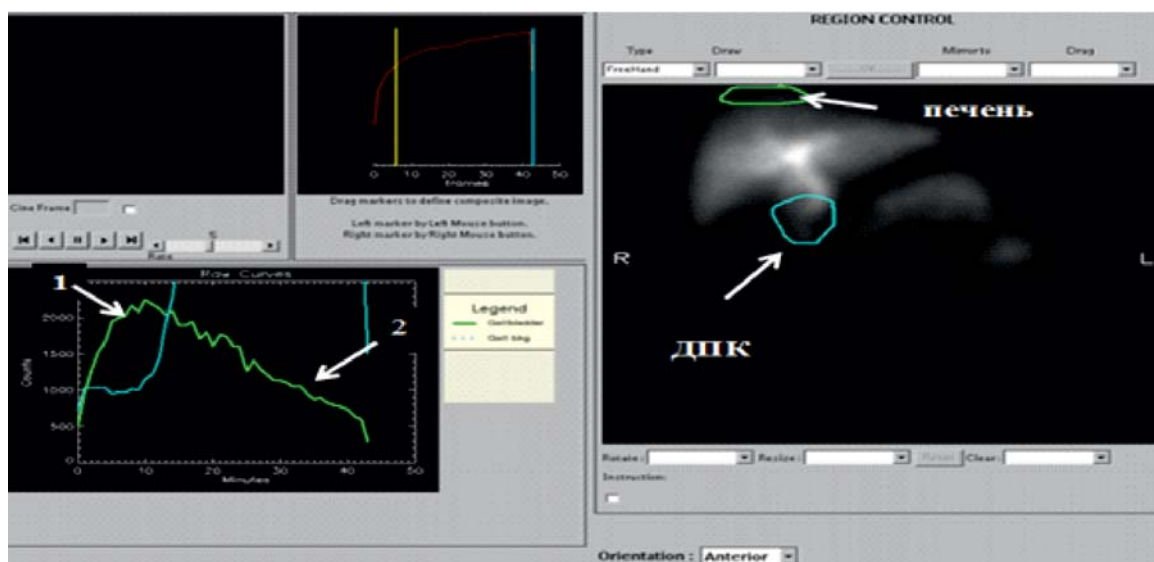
Больная Д., 62 лет. ЖКБ (холецистэктомия). По данным динамической гепатобилисцинтиграфии с  $Tc^{99m}$ -бромезидой секреторно-выделительная функция печени не нарушена. Общий желчный проток визуализируется на 8-й минуте без задержки препарата (ОЖП, стрелка 1). Кривая области двенадцатиперстной кишки отражает задержку радиофармпрепарата (РФП), что свидетельствует о дуоденостазе (стрелка 2).
